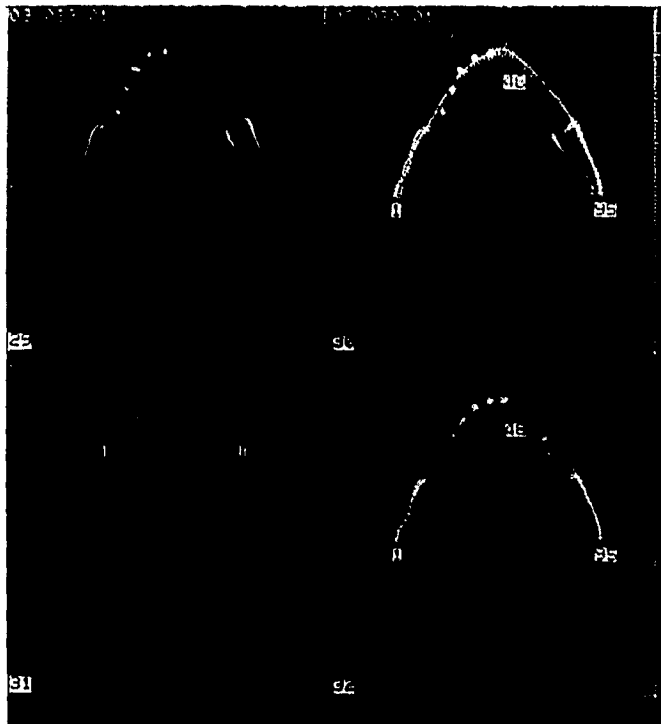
(A) TC Dental de la mandibula, imágenes axiales compuestas en donde se observa la presencia de ocho implantes dentales, cuatro del lado derecho y cuatro del lado izquierdo.
